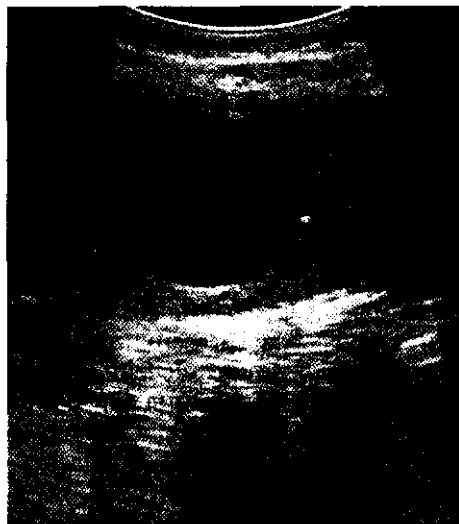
Одиночная непаразитарная киста селезенки (УЗИ исследование).
